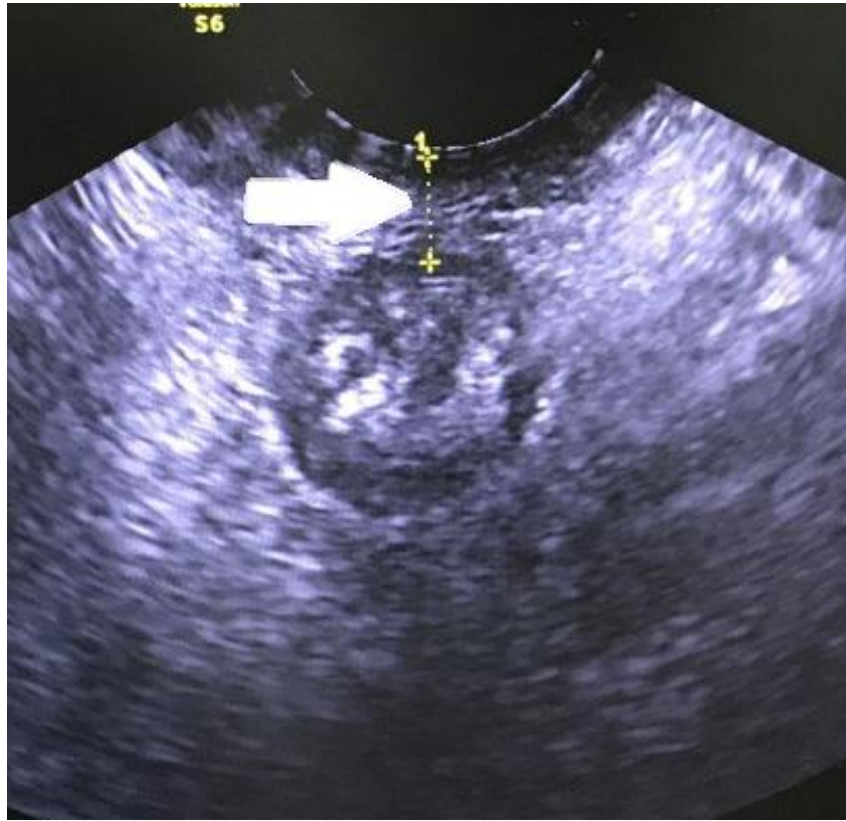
ТП-УЗИ. Уменьшение высоты сухожильного центра ( $D=0,72$  см)
